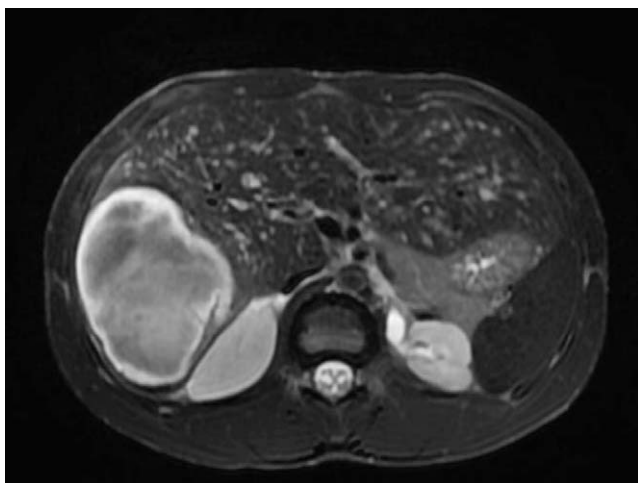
RM abdominal. Secuencia T1. Plano transversal. Múltiples lesiones intrahepáticas, algunas de ellas con componente hemorrágico y otras quísticas, compatibles con peliosis hepática.
